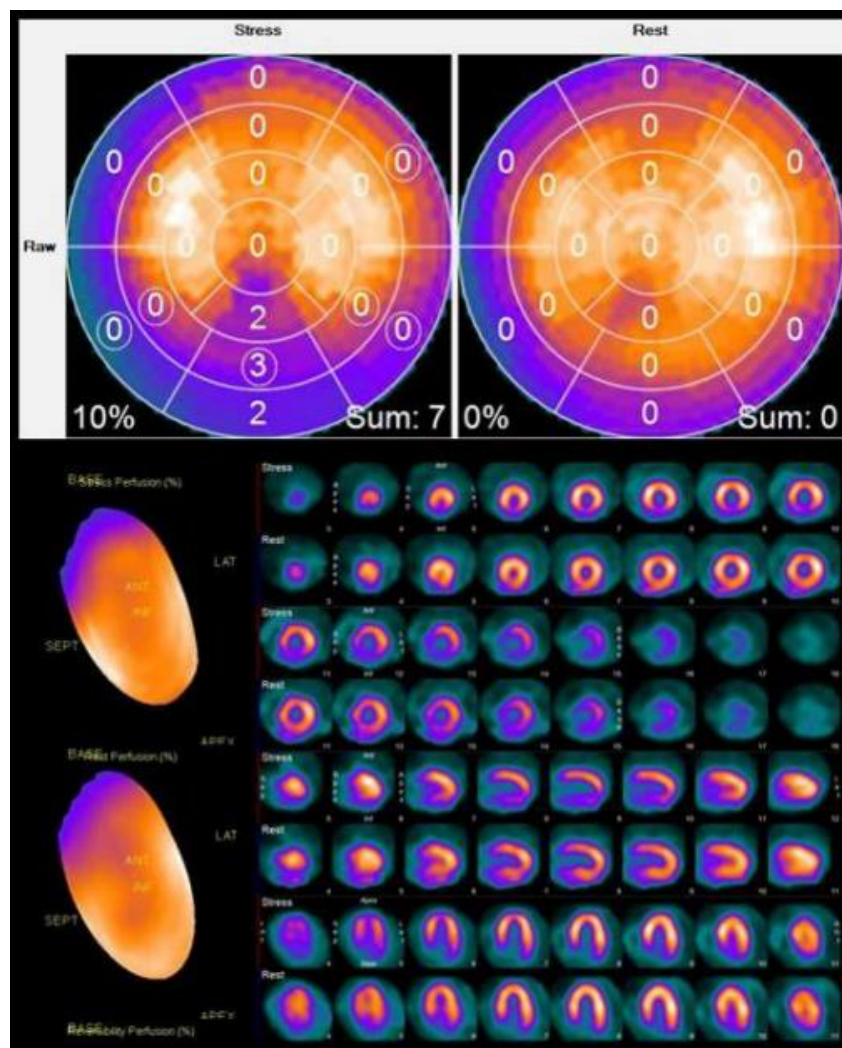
EJEMPLO DE GAMMAGRAFÍA DE PERFUSIÓN MIOCÁRDICA MEDIANTE SPECT EN ESTRÉS Y EN REPOSO.
